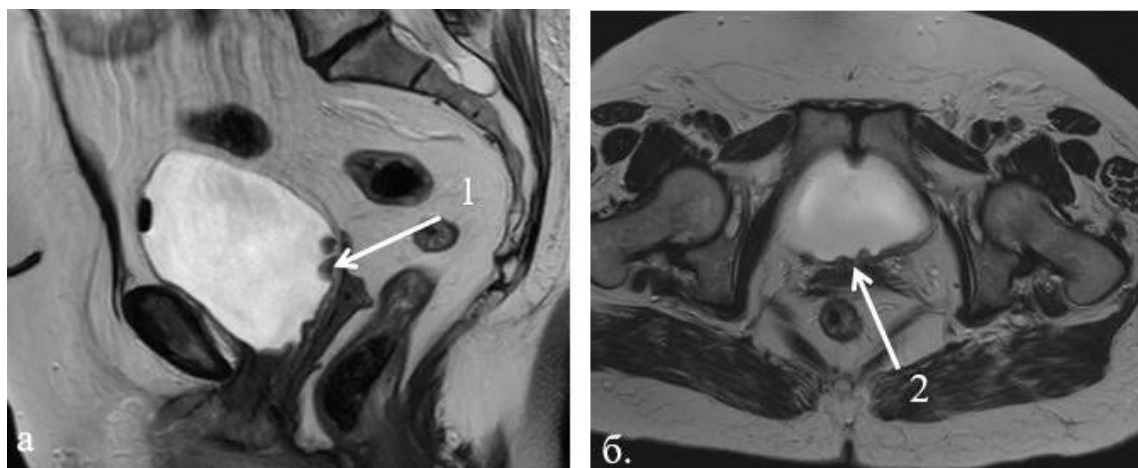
МРТ, T2- взвешенные изображения: а – сагиттальная плоскость, б – аксиальная плоскость;
